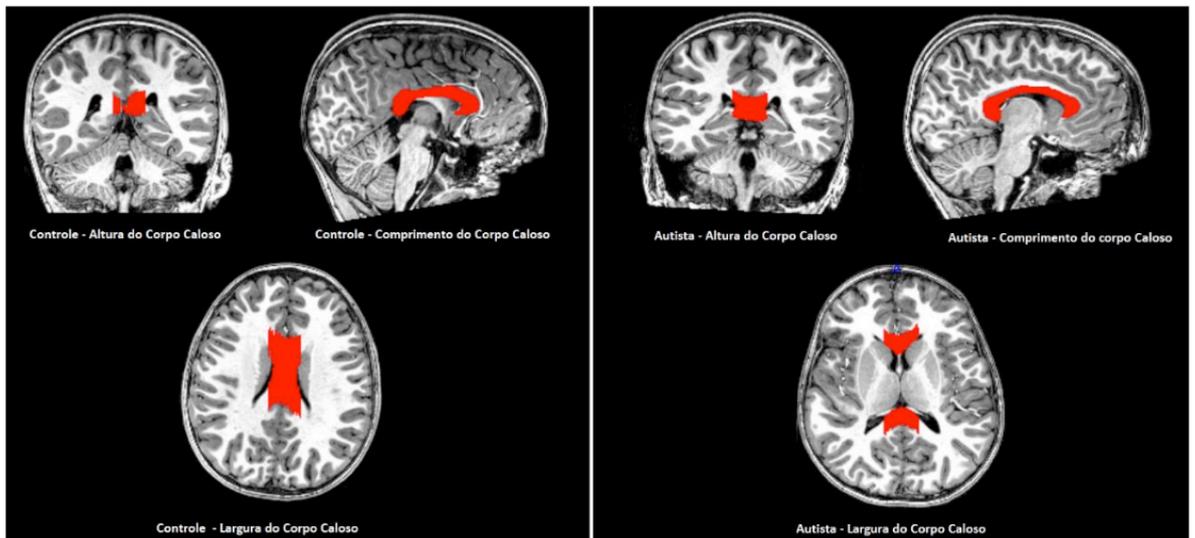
Cortes ressonância magnética cerebral de indivíduos controle e autista. Análise morfológica do corpo caloso no software MRIcron evidenciado pela cor vermelha, a fim de obter o volume total, foram analisados a altura, largura e comprimento em ambos os casos.
